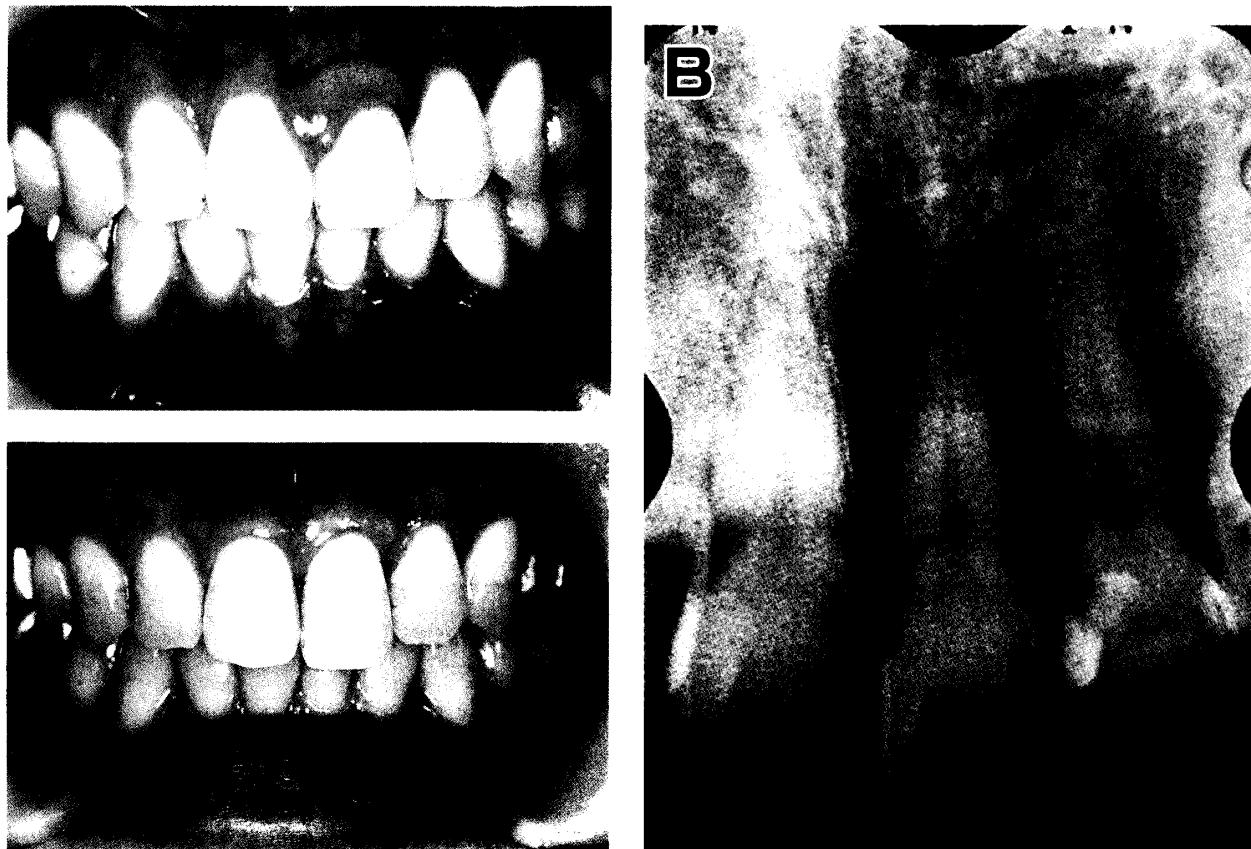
Gingival overgrowth of Case 2 patient. A: Clinical view before treatment. Gingival overgrowth is found around the upper left central tooth. B: An X-ray photograph of the corresponding tooth showing without any clinical signs including alveolar bone loss. C: Clinical view after treatment showing healthy gingival tissue without overgrowth.
